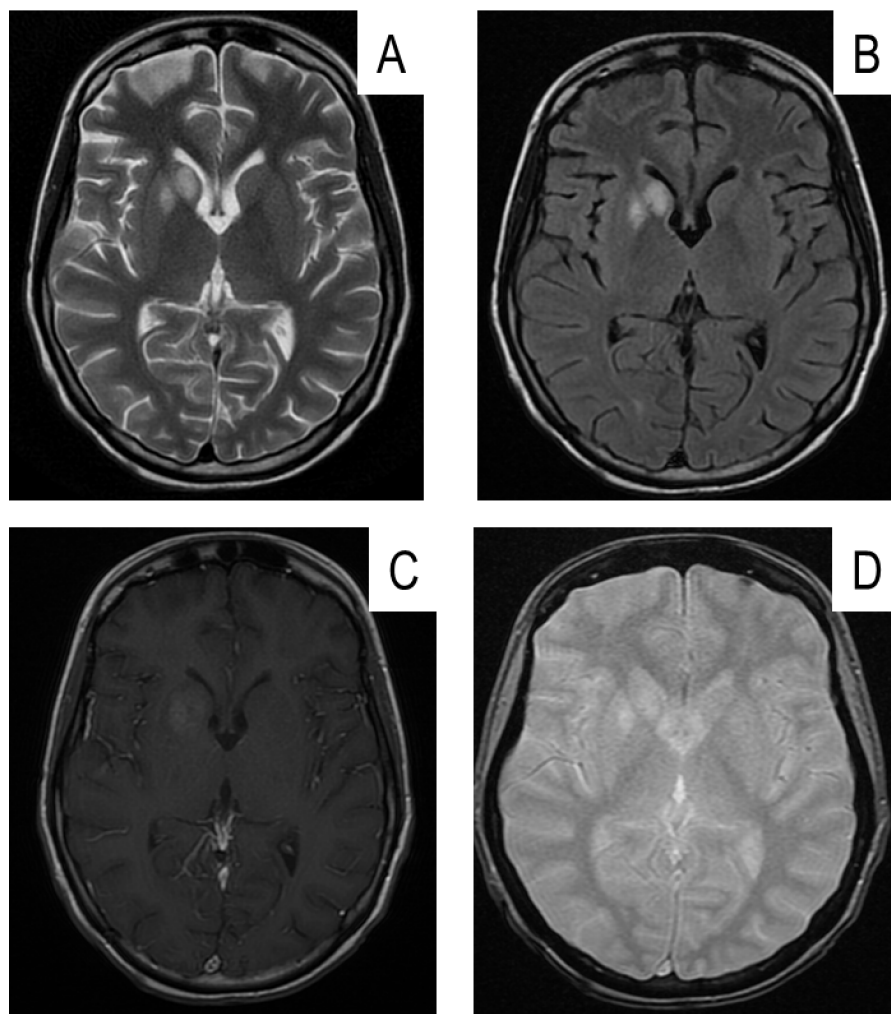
Магнитно-резонансная томография головного мозга (аппарат Signa 1,5T (GE Hangweti Medical Systems Co.Ltd)): зона патологического МР-сигнала в головке хвостатого ядра и чечевицеобразном ядре (преимущественно в бледном шаре) неправильной формы, без признаков перифокального отека и масс-эффекта, имеющая неомогенную структуру (гиперинтенсивный сигнал при T2 и FLAIR импульсных последовательностях (рис. А и В), слабогиперинтенсивный сигнал с незначительным накоплением контрастного вещества при T1+C импульсной последовательности (рис. С), без признаков кровоизлияния при T2*GRE импульсной последовательности (рис. D)).
